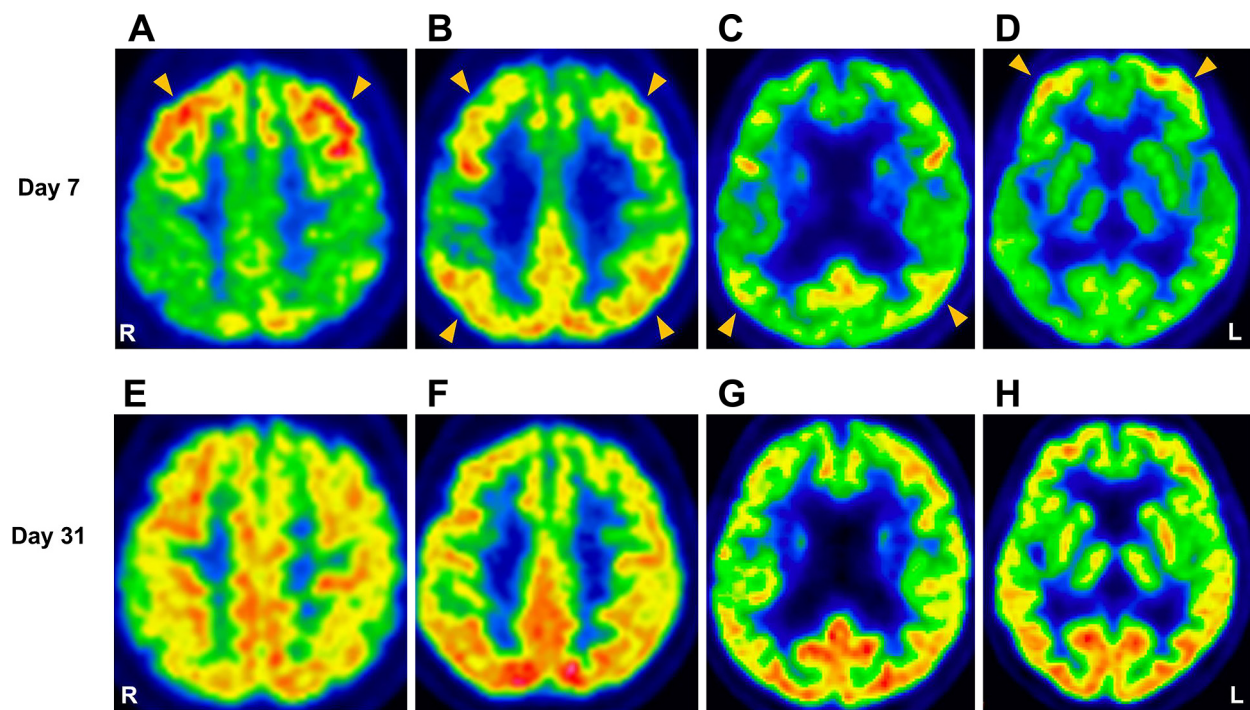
FDG-PET on day 7 (A–D) and day 31 (E–H).
